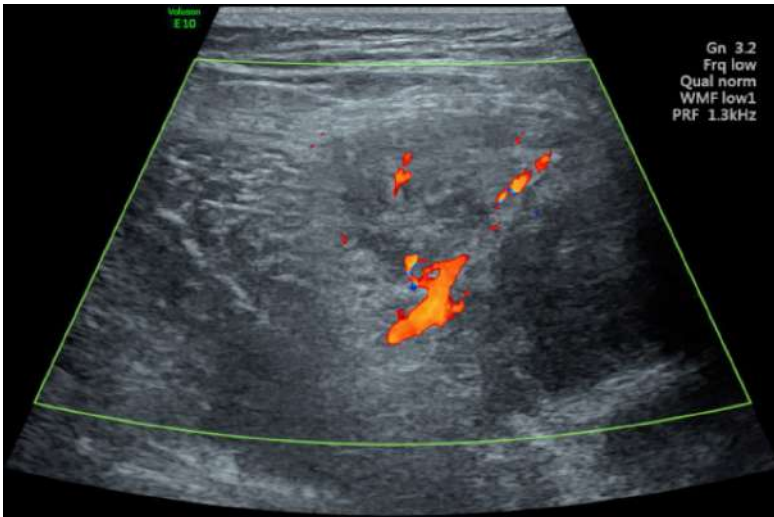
Imagen ecográfica que manifiesta la presencia de vascularidad predominantemente central al estudio Doppler color, en la lesión anteriormente descrita.
